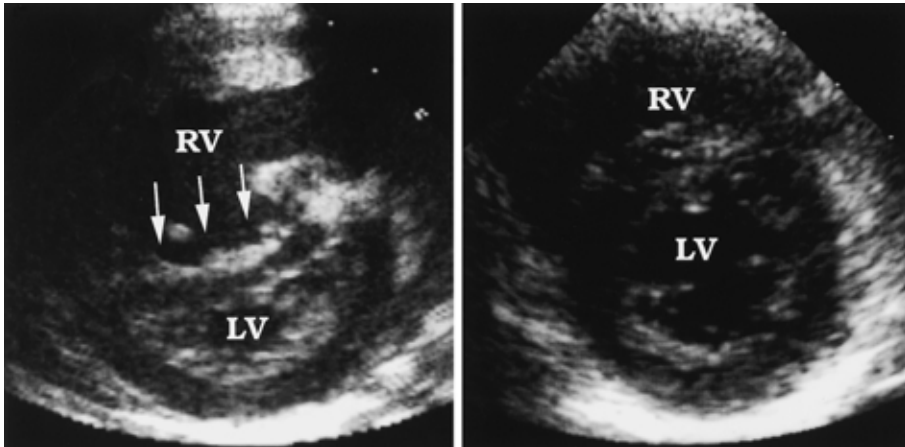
症例1の心エコー左室短軸乳頭筋レベル断面像
